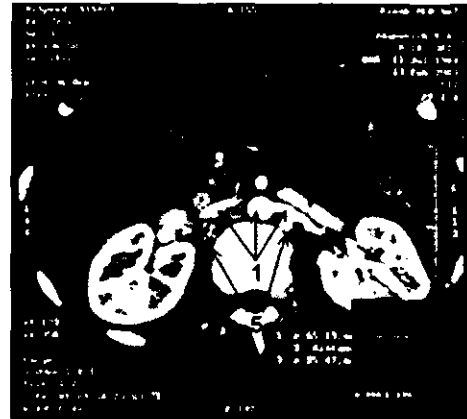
Спиральная КТ (поперечный срез на уровне L2).
